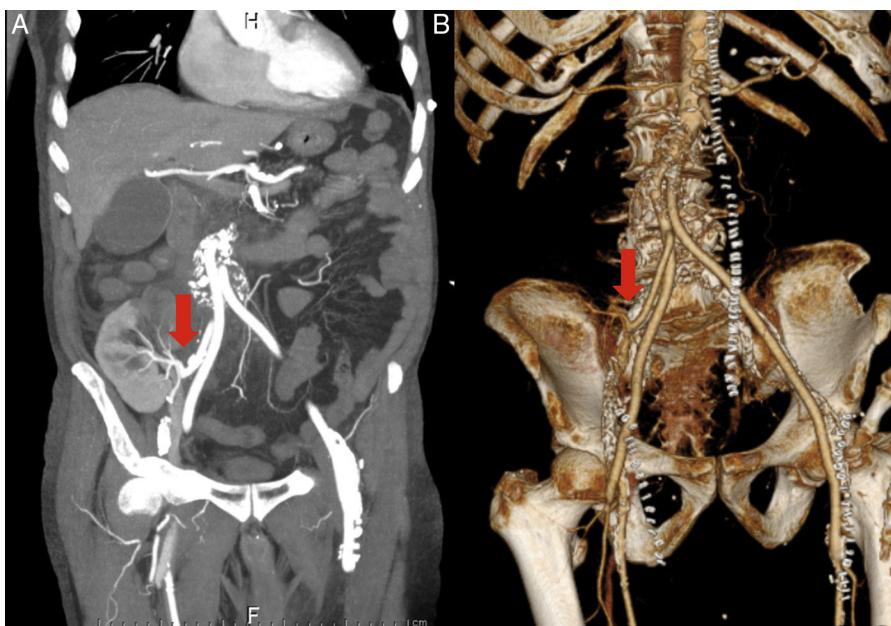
A) se observa un corte coronal de TAC abdomino-pélvico realizado con contraste en fase arterial tras un mes de la cirugía, donde podemos observar injerto vascular aórtico con contraste en su interior y arteria renal permeable anastomosada a la rama derecha del bypass aortobifemoral (flecha). B) Reconstrucción coronal del bypass aortobifemoral con anastomosis de la arteria renal (flecha).
